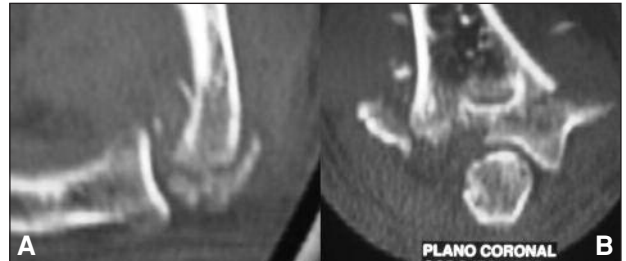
Tomografía computarizada que muestra la conminución articular.
